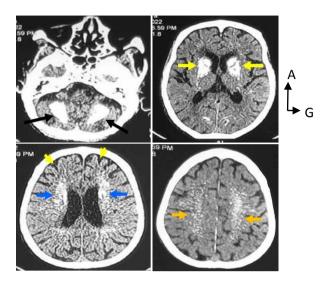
TDM cérébrale sans injection de PDC en coupes axiales et en fenêtre parenchymateuse objectivant des calcifications des noyaux dentelés (flèches noires), des noyaux caudo-lenticulaires (flèches jaunes), les régions périventriculaires (flèches bleues) et centres semiovales (flèches en orange) associées à un élargissement des sillons corticaux (têtes de flèches jaunes).
